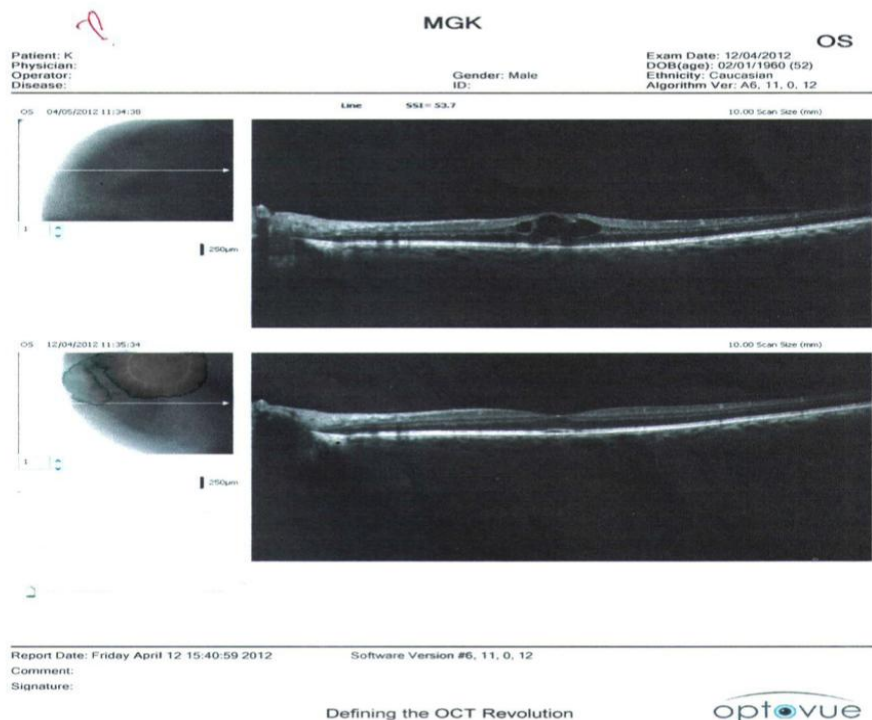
Оптическая когерентная томография левого глаза пациента К. после операции
